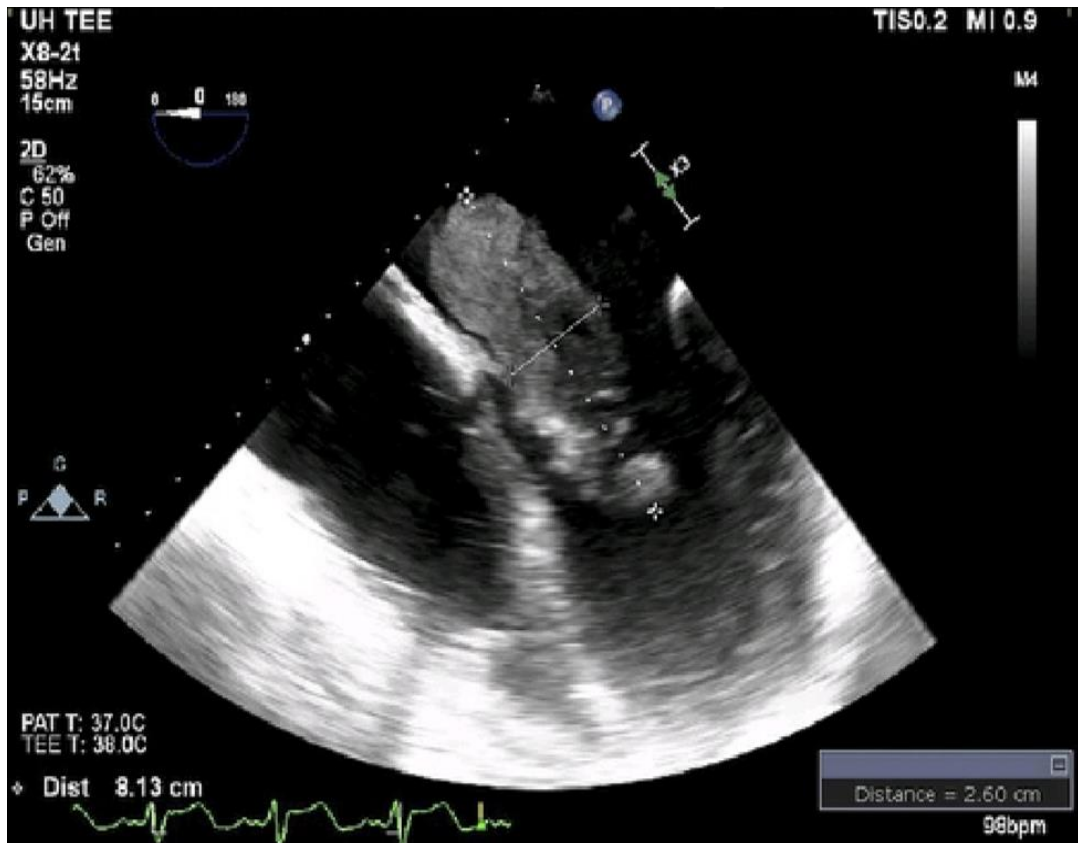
Ecocardiograma transesofágico de un mixoma auricular izquierdo. Se observa una gran masa auricular izquierda que prolapsa hacia la válvula mitral. Sacado de Peters MJ, Tuwairqi KW, Farah MG. A Case of Infected Left Atrial Myxoma Presenting as ST-Elevation Myocardial Infarction (STEMI). Am J Case Rep. 2019;20:1930-5 (19).
